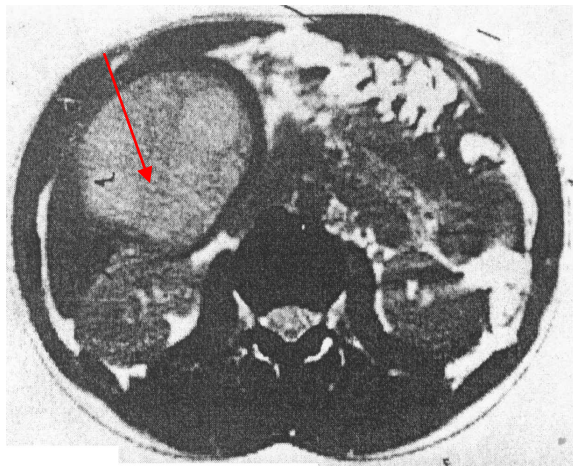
КТ печени. Гигантская эхинококковая киста печени
